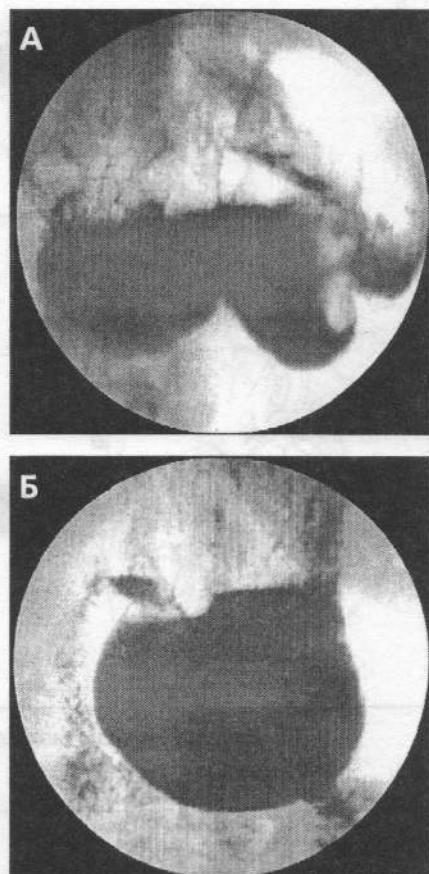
Рентгенологическое исследование желудка пациента (а – после РГП, б – после МРЖ)
